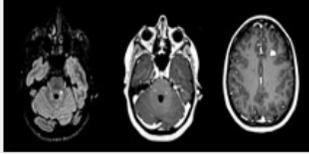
Changements apportés à l'IRM
